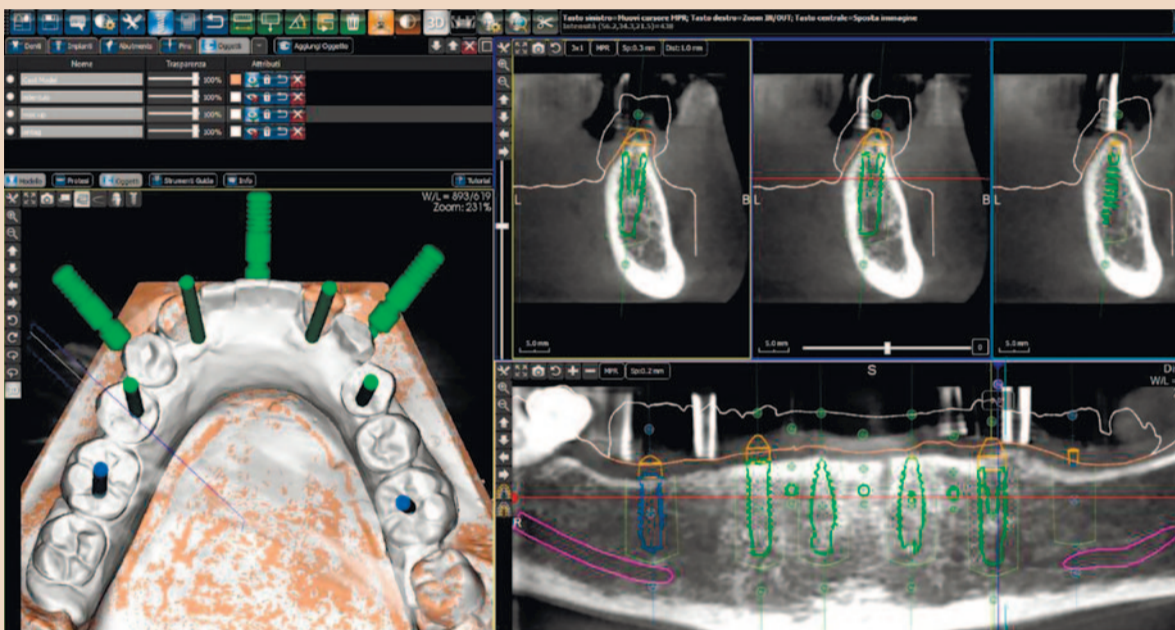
Снимок экрана программы для виртуального моделирования: планирование установки имплантатов в области зубов 36, 35, 33, 42 и 46 на трехмерном скане модели, КТ-срезы, ортопантограмма
